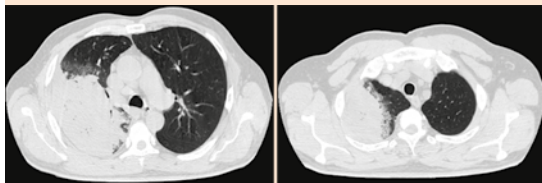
Tomografía computada de alta resolución (TACAR) al ingreso que evidenció patrón de condensación pulmonar extenso en el lóbulo superior derecho.
